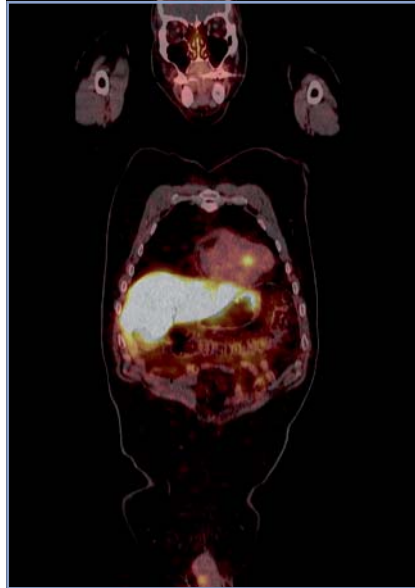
PET/CT con Ga⁶⁸ DOTATATE, imagen fusionada coronal. Metástasis cardíaca de tumor neuroendocrino.
